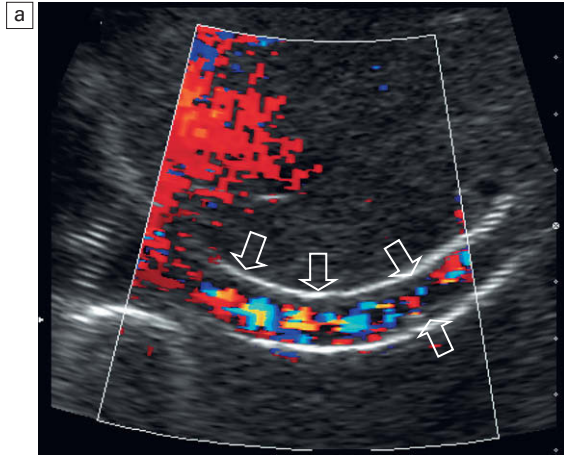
Imagen espectral y de Doppler color en el extremo venoso hepático de un catéter TIPS. Obsérvese en la imagen en color que el catéter finaliza distal en la vena cava inferior. El diámetro de la vena hepática por encima de la TIPS es relativamente estrecho (flecha). El trazado espectral Doppler muestra una velocidad de 2,5 m/seg. Este chorro de alta velocidad se debe a estenosis focal producida por una barra hipertrófica de tejido.
